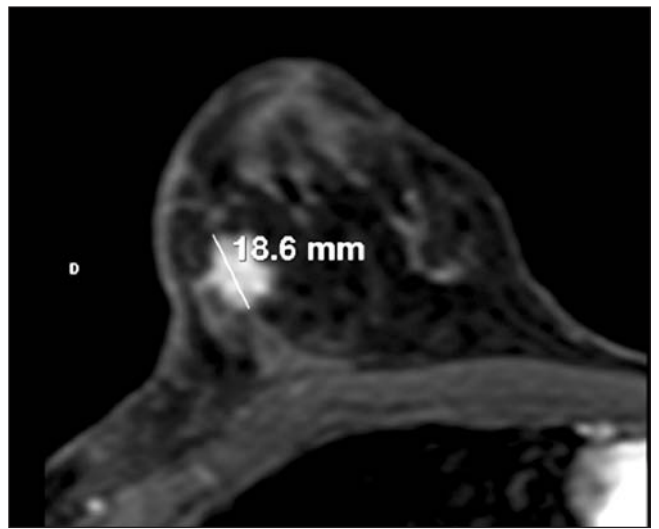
RMN ampliada de mama derecha donde se visualiza tumoración en CSE de 18,6 mm de tamaño de caso clínico 1.
